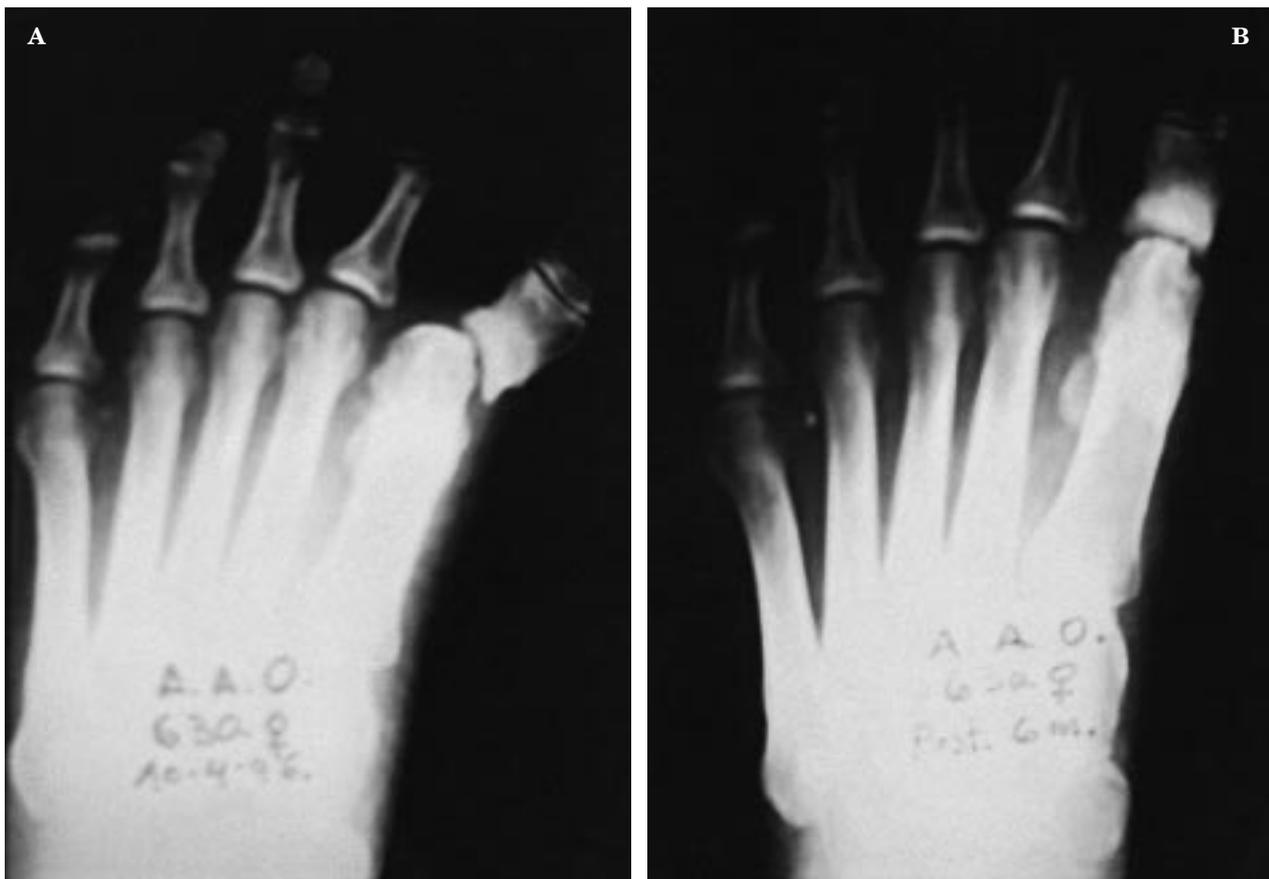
Hallux varus secundario. A: Radiografía preoperatoria. B: Radiografía postoperatoria.
